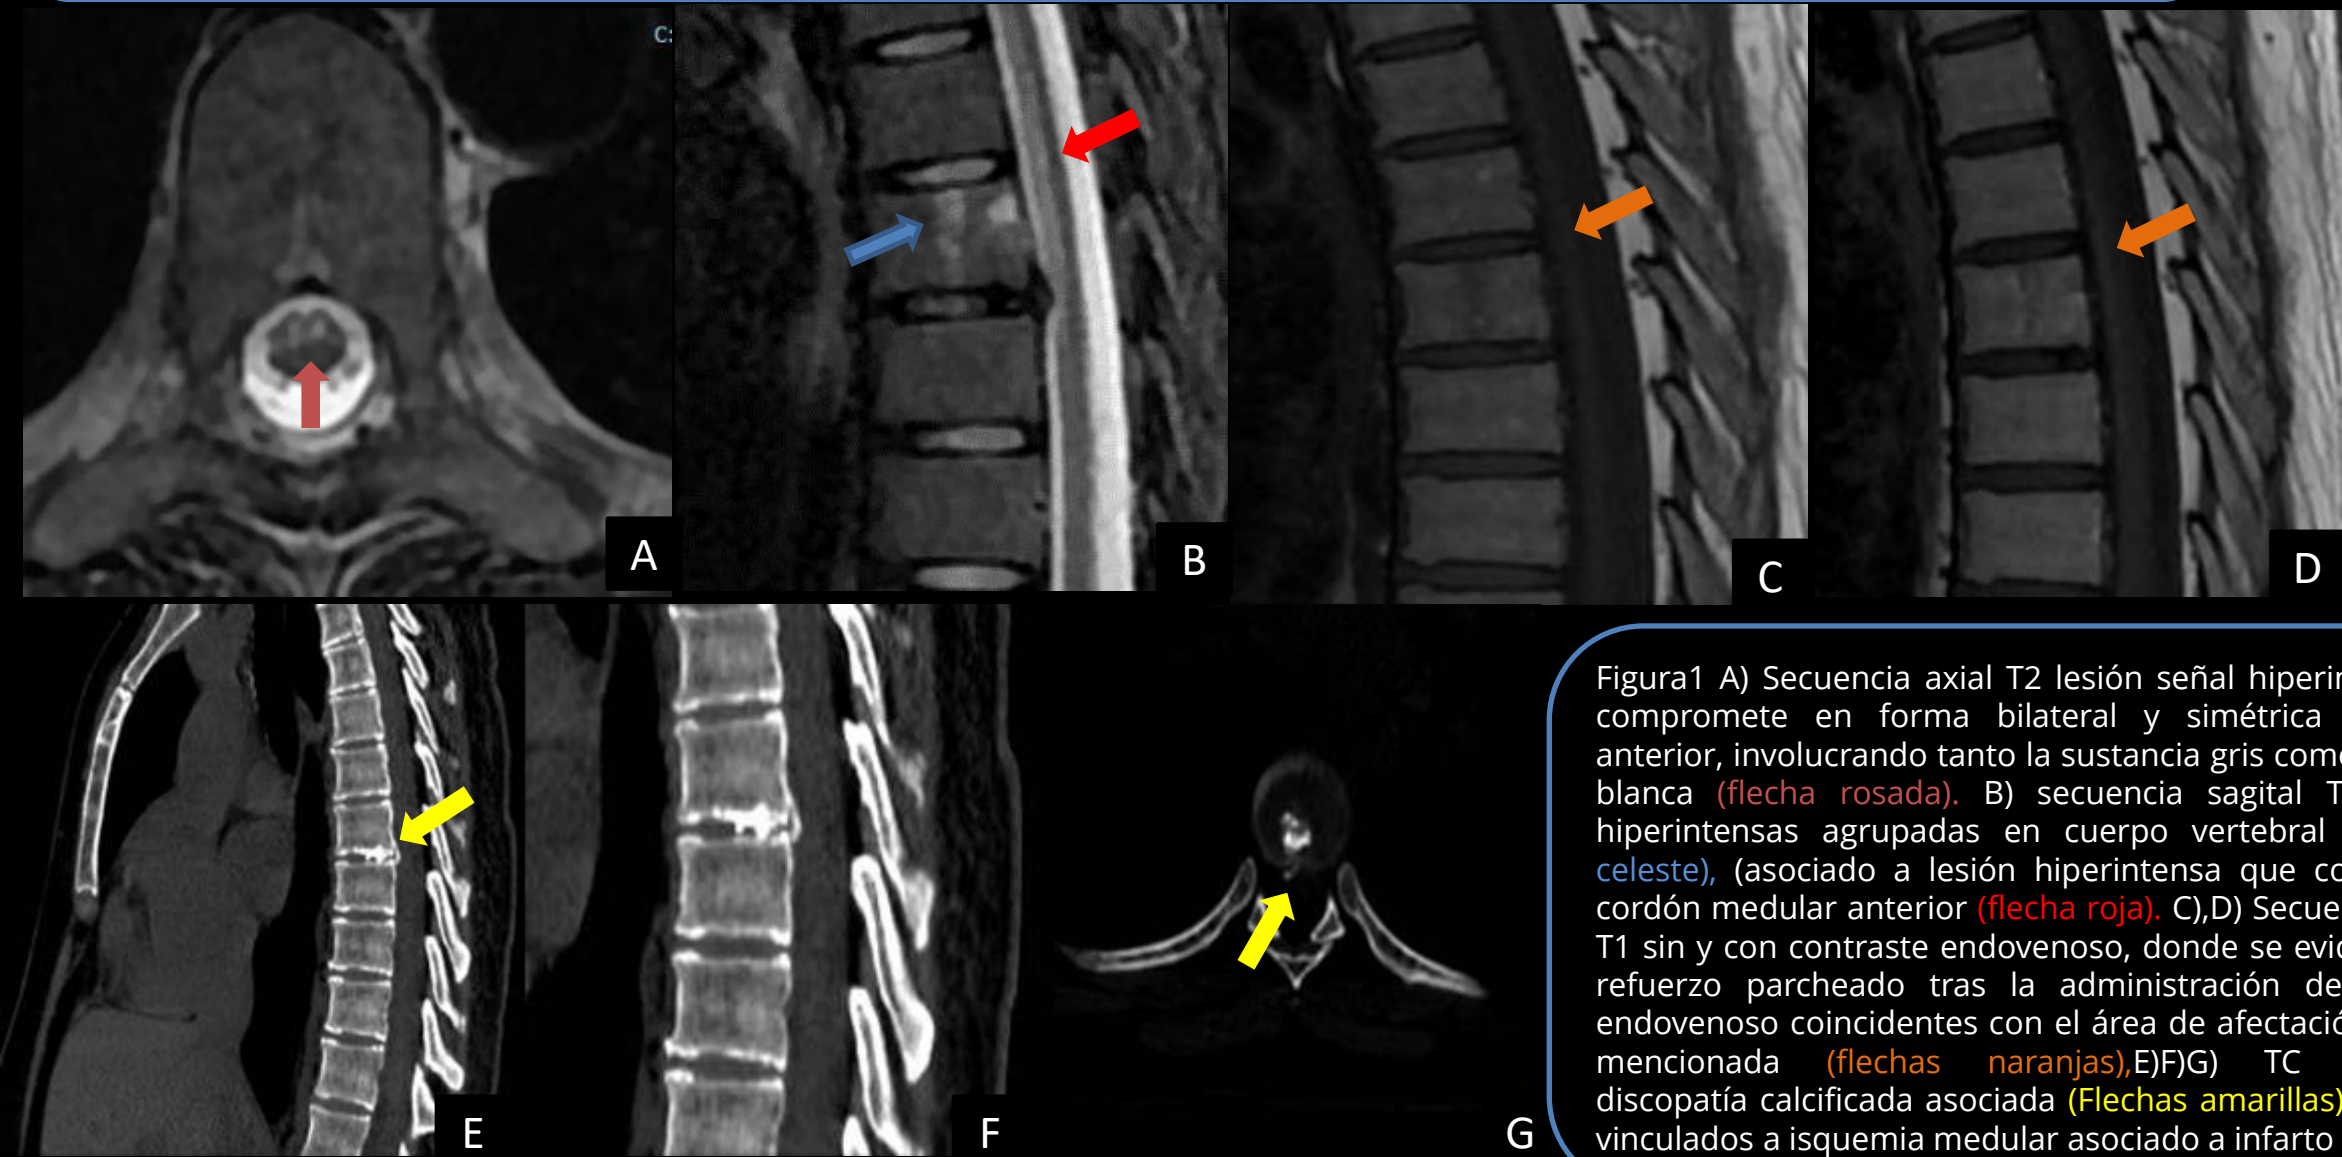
A) Secuencia axial T2 lesión señal hiperintensa que compromete en forma bilateral y simétrica el cordón anterior, involucrando tanto la sustancia gris como sustancia blanca (flecha rosada). B) secuencia sagital T2 lesiones hiperintensas agrupadas en cuerpo vertebral T7 (flecha celeste), (asociado a lesión hiperintensa que compromete cordón medular anterior (flecha roja). C),D) Secuencia sagital T1 sin y con contraste endovenoso, donde se evidencia sutil refuerzo parcheado tras la administración de contraste endovenoso coincidentes con el área de afectación medular mencionada (flechas naranjas),E)F)G) TC evidencian discopatía calcificada asociada (Flechas amarillas). Hallazgos vinculados a isquemia medular asociado a infarto óseo
